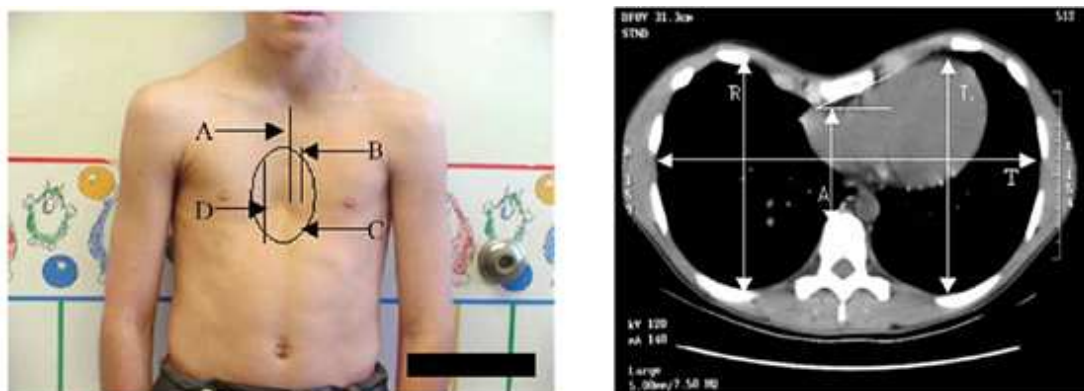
Auswertung von Fotos und CT-Bildern zur Einteilung nach Cartoski (aus Cartoski et al. 2006 (23)); links: Details zur Morphologiebestimmung vor der Operation (A = Sternum, B = betroffenes Sternum, C = Region des Trichters, D = vertikale Länge der Deformation); rechts: Thorax CT zur Bestimmung des Haller Index (T/A), des Asymmetrie Index (R/L*100) und des Brustkorbformindex (T/R)
